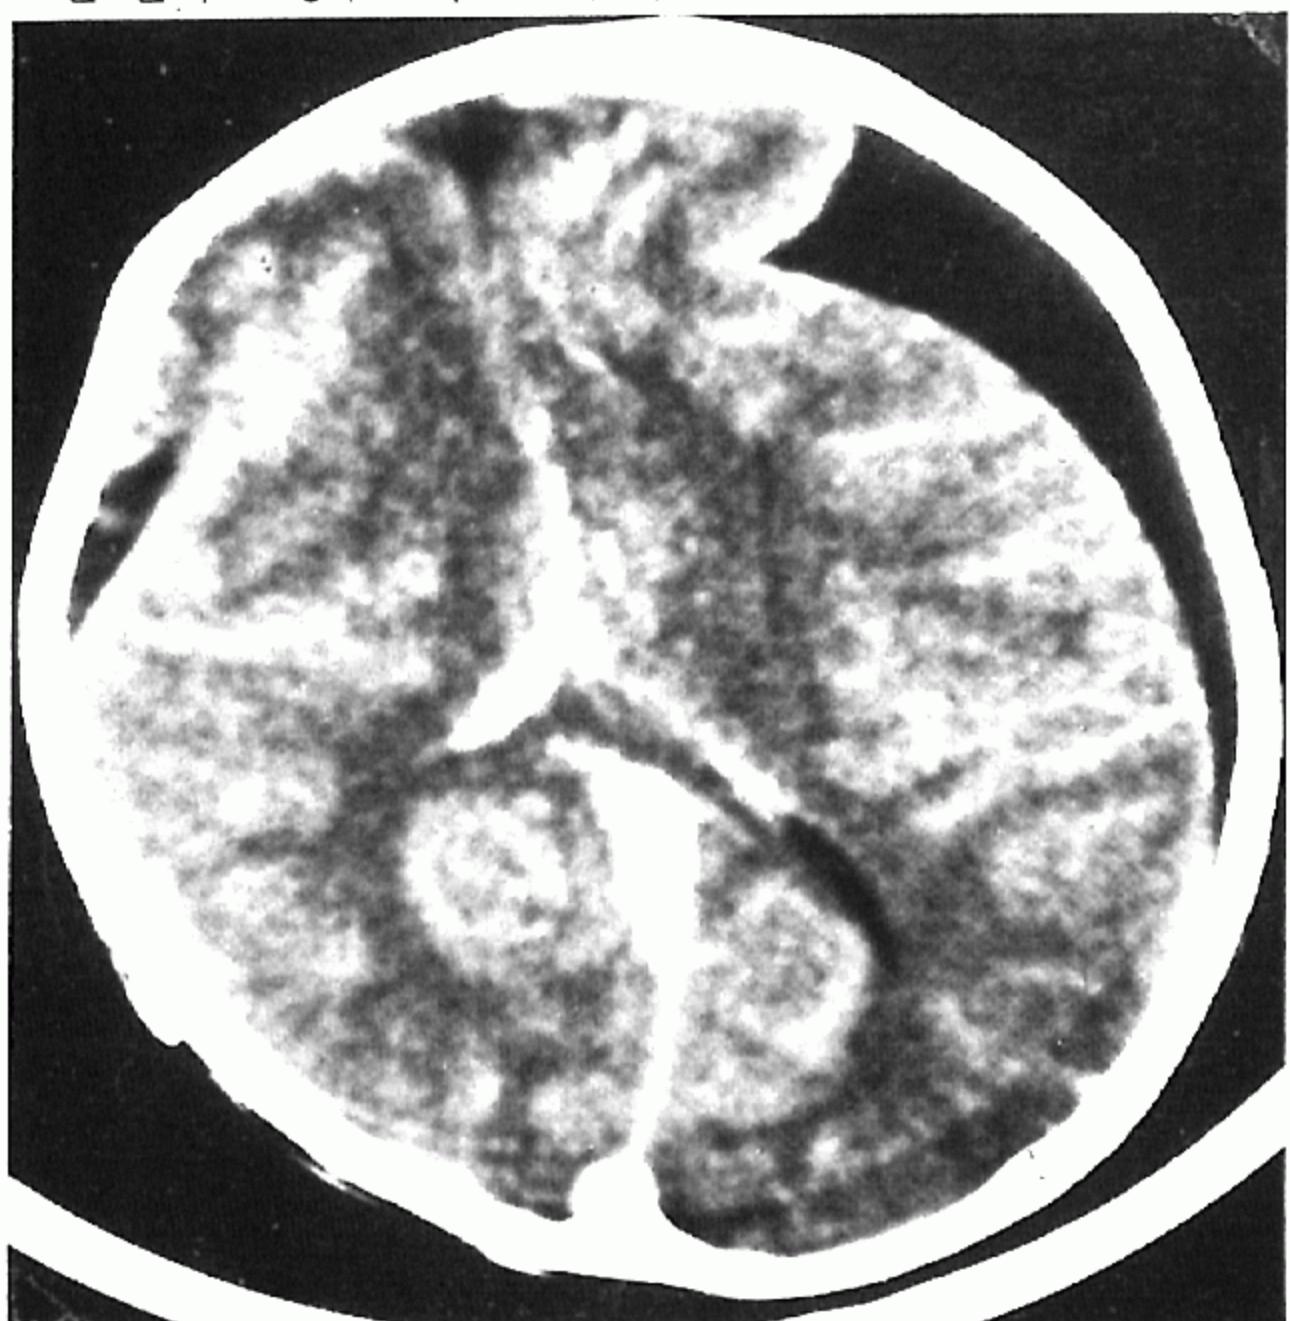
At two years follow-up, CT scan shows a well growing cerebral cortex(Case 1).
